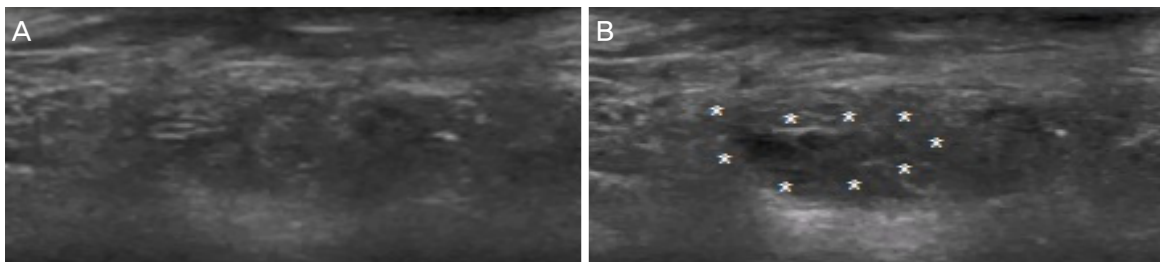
Ultrasound monitoring in case (transverse views, lower eyelid). After filler injection, a hypoechoic filler deposit is observed in retrobulbar space (*) (A, B).
